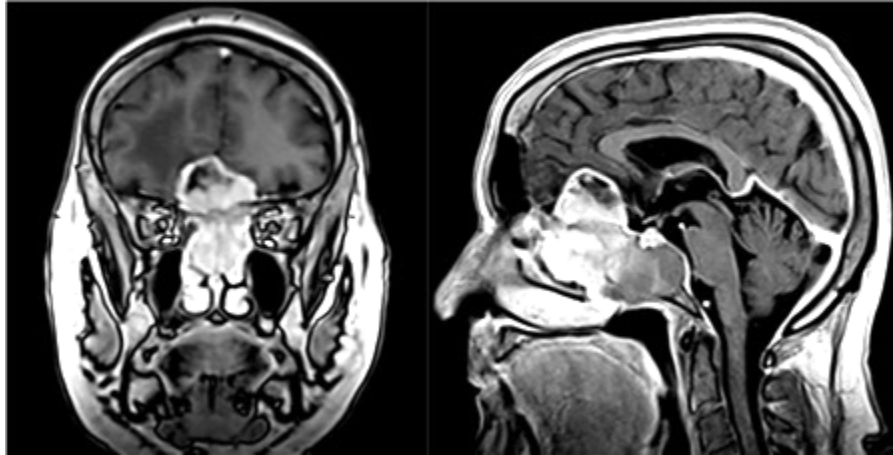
Наблюдение №4. МРТ до операции. Срединная краниофациальная менигиома, формирующая гиперостоз основания черепа, мягкотканый узел в ПЧЯ, распространяющаяся в решетчатые лабиринты и полость носа с образованием вторичного мукоцеле клиновидной пазухи
